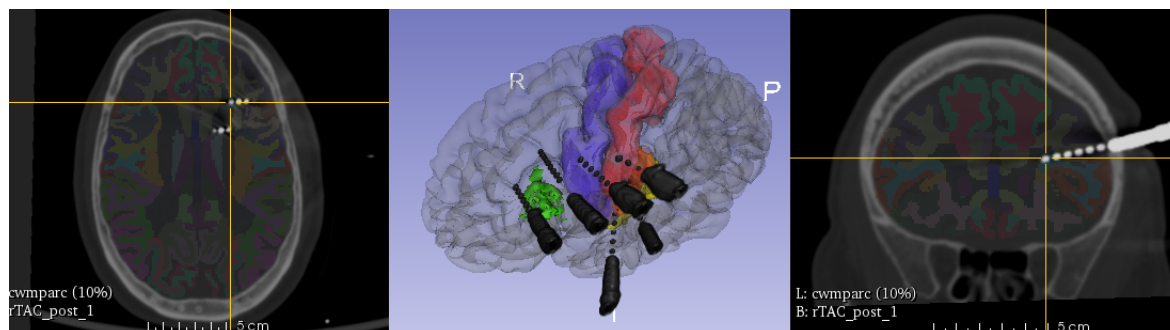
Visualización de la posición de los macroelectrodos implantados en el paciente HEC 010 mediante una imagen realizada por resonancia magnética y una representación con un modelado 3D. El electrodo está indicado en blanco para las imágenes MRI, con la posición de sus contactos representada por puntos.
